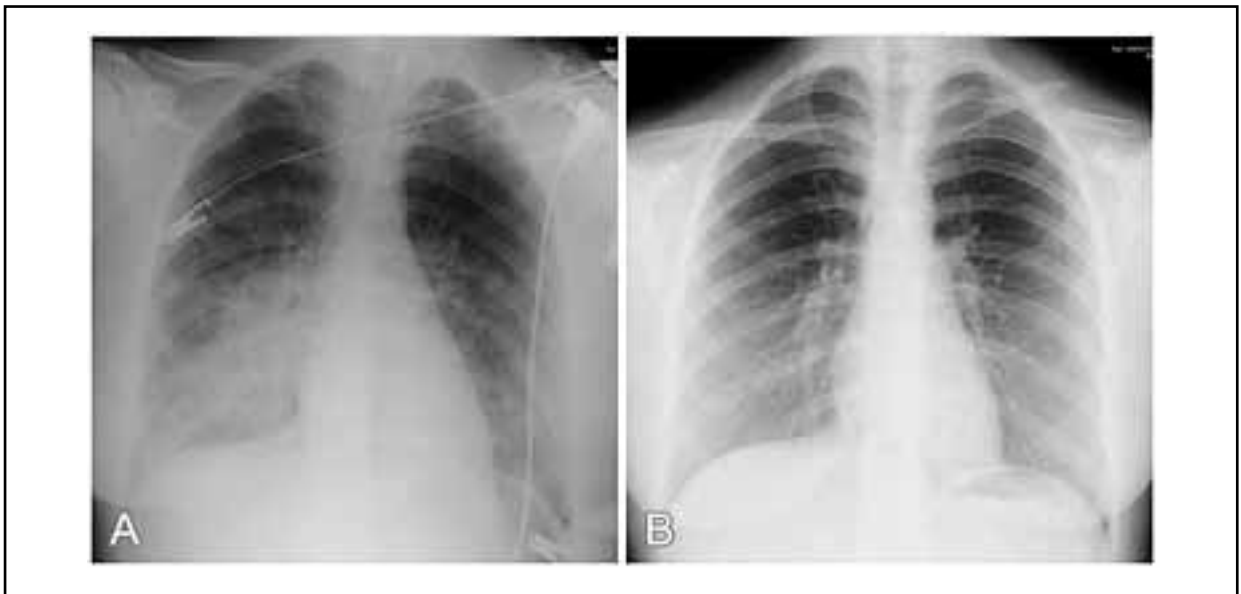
A) Radiografía de tórax al ingreso a terapia intensiva. B) Radiografía de tórax a los 7 días de internación.
